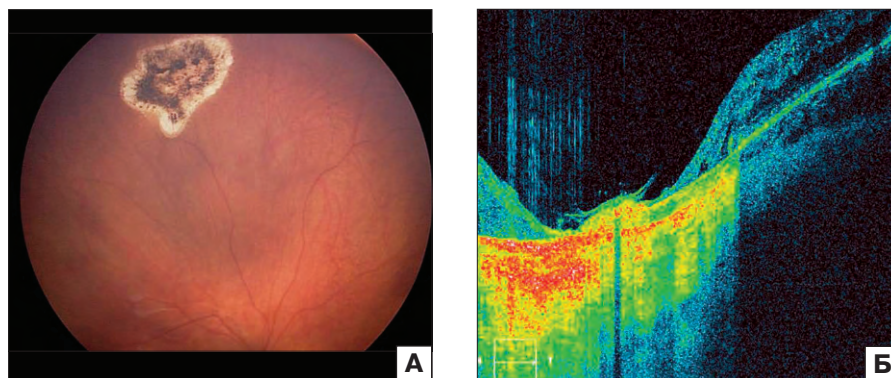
Офтальмоскопия (А) и оптическая когерентная томография (Б) хориоретинального рубца после транспупиллярной термотерапии кальцифицированной малой ретинобластомы.
